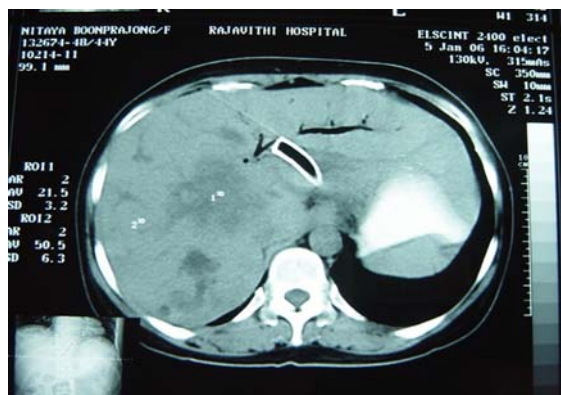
CT scan follow-up showed metallic stent drained at esophagogastric junction and much smaller size of bile duct in the first patient.
